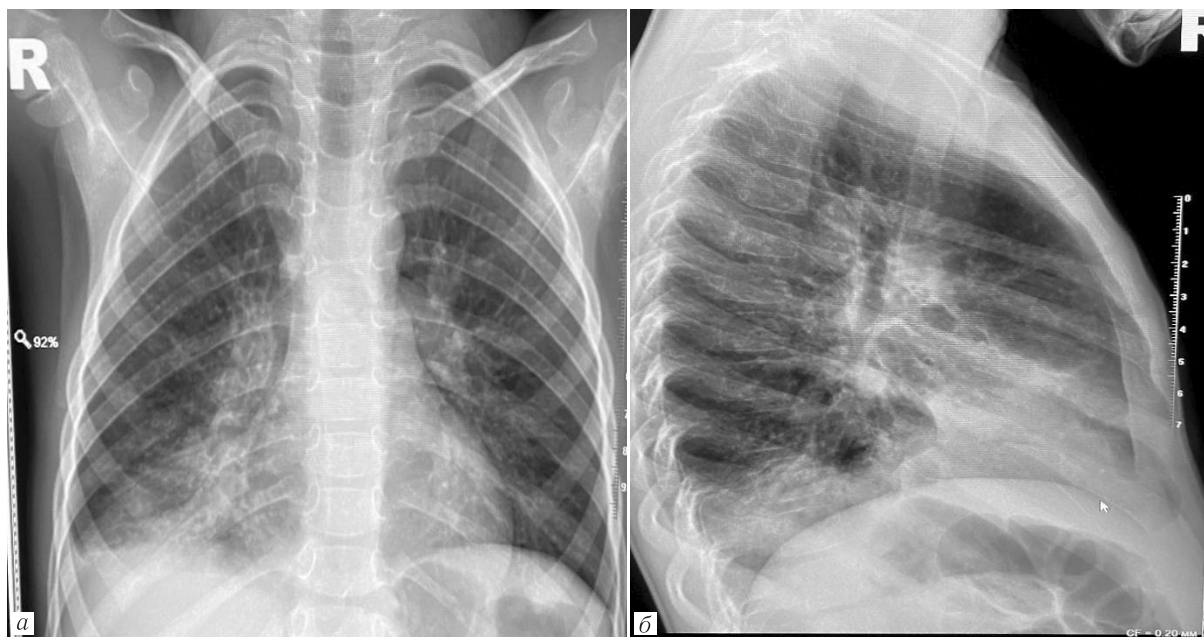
Пациент 5 лет (собственное наблюдение). Обзорные рентгенограммы органов грудной клетки в прямой (а) и правой боковой (б) проекциях: инфильтративные изменения в проекции S8, S9, S10 нижней доли правого легкого с реакцией плевры паракостально. Корень правого легкого реактивен, не структурен, задний реберно-диафрагмальный синус справа закрыт с нечетким дисковидным уровнем. Рентгенологическая картина правосторонней нижнедолевой полисегментарной плевропневмонии
